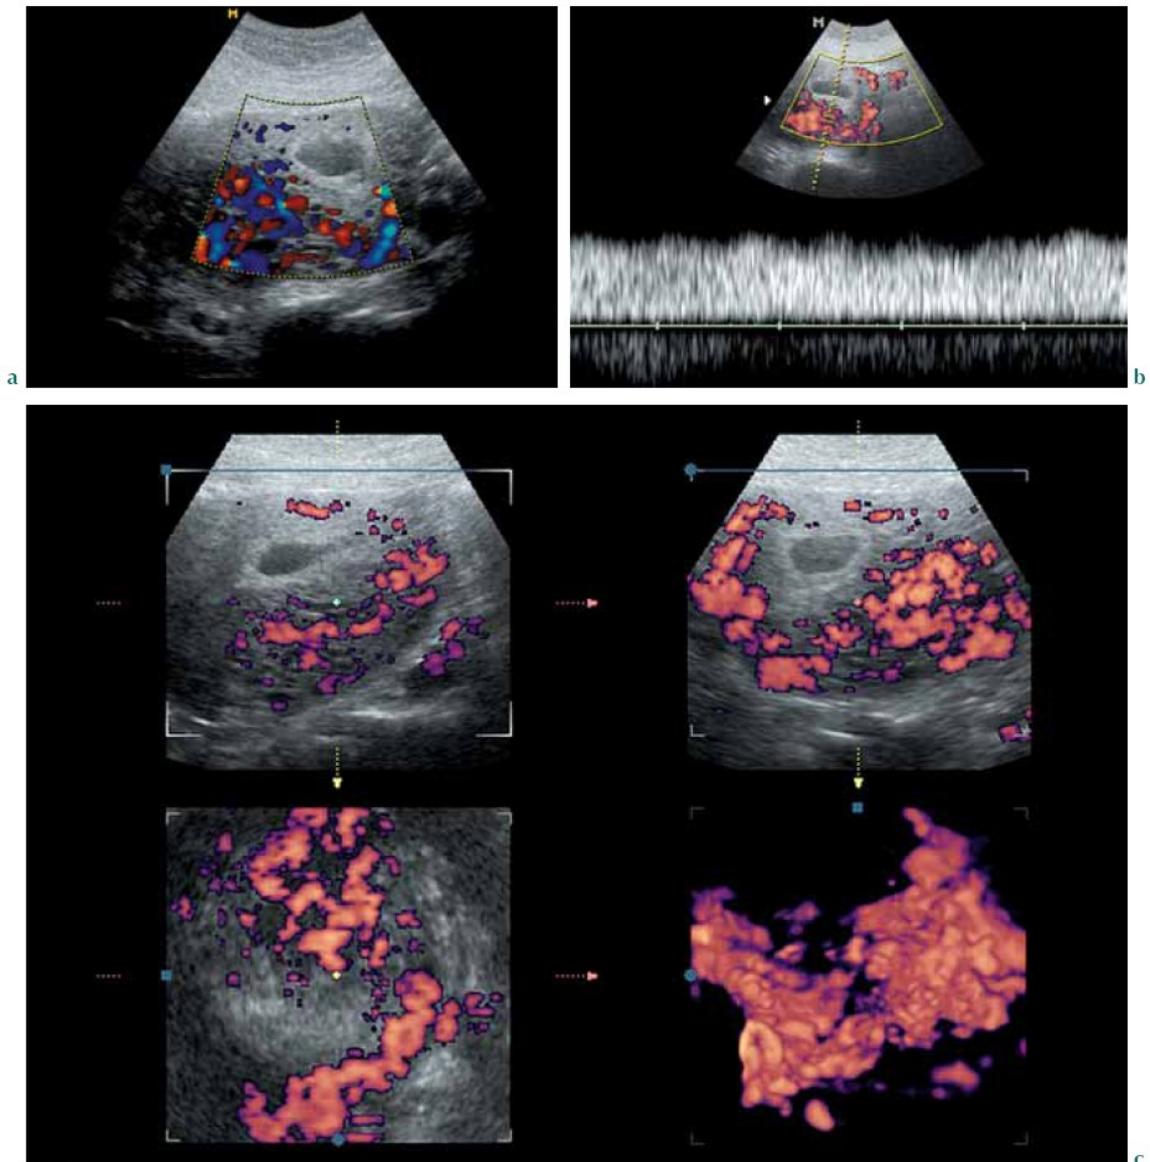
a-c SMTUMP. (a) SMTUMP della parete posteriore di un utero gravido alla quinta settimana di gestazione. Intensa vascolarità come nel caso precedente; (b) spettro Doppler flussimetrico a bassa resistenza; (c) stesso caso. Ricostruzione tridimensionale della vascolarizzazione della massa.
